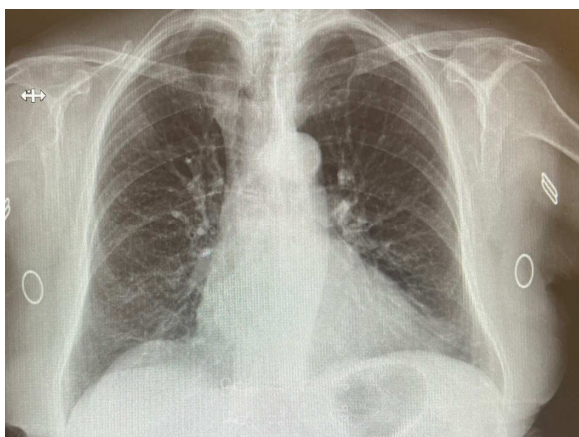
Radiografía tórax PA
